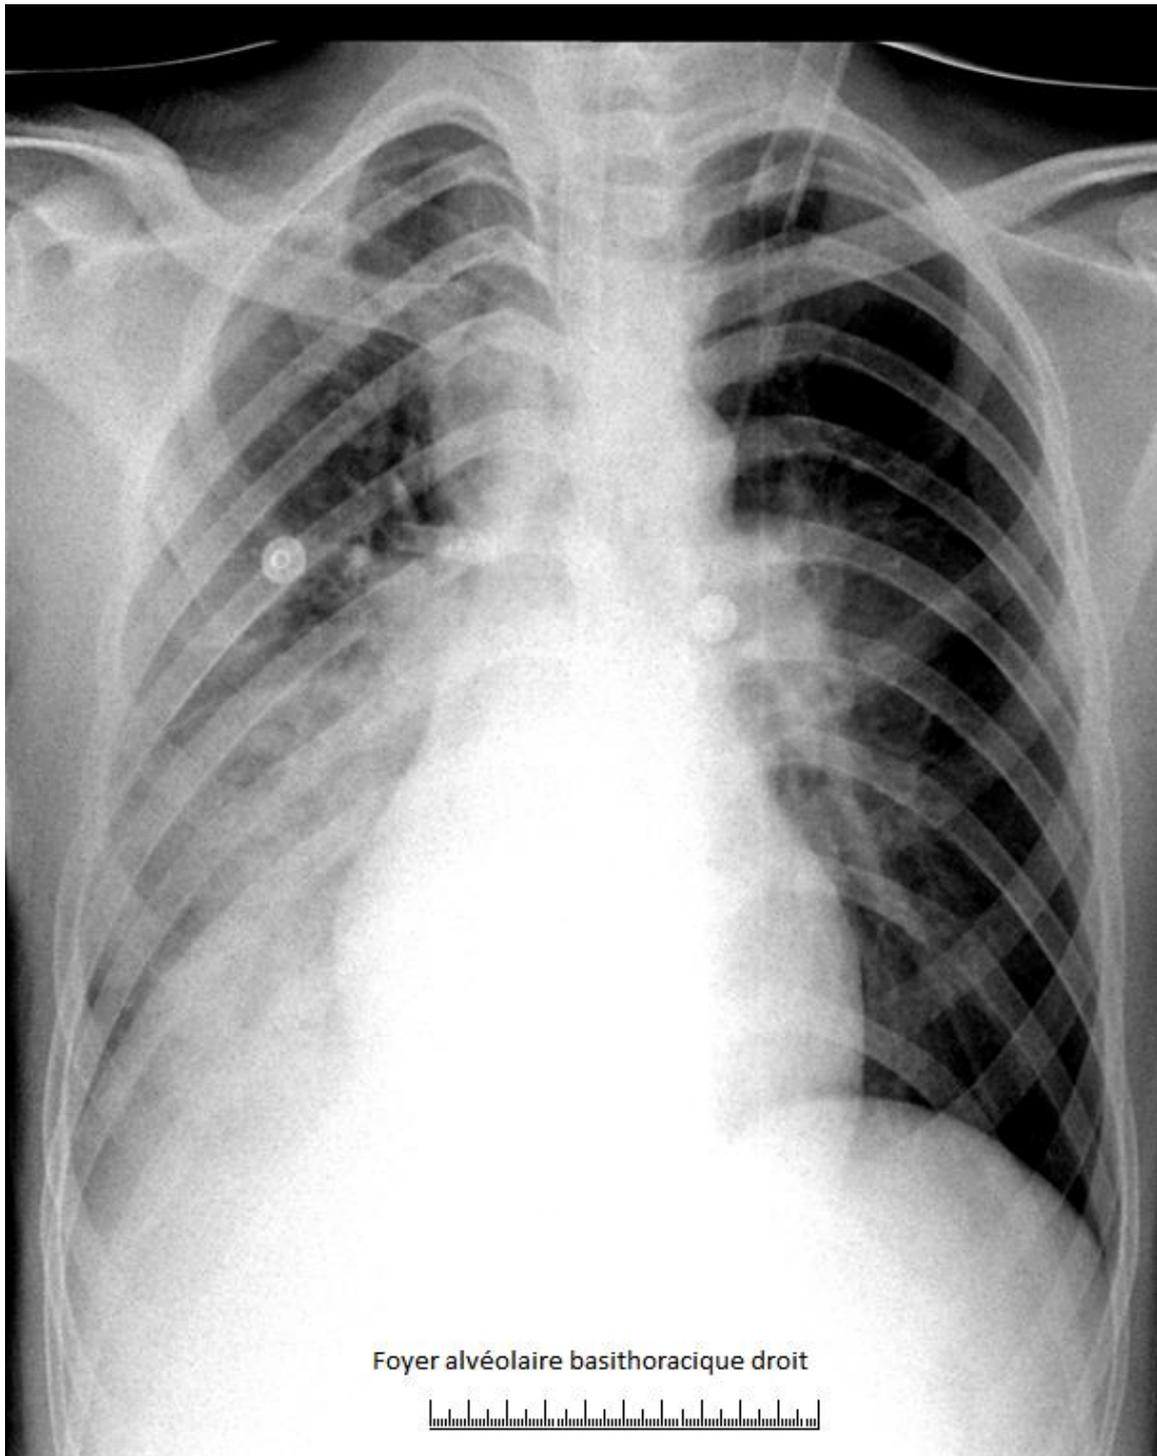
Image de radiographie standard du thorax réalisée en position debout montrant un foyer alvéolaire basal thoracique droit
